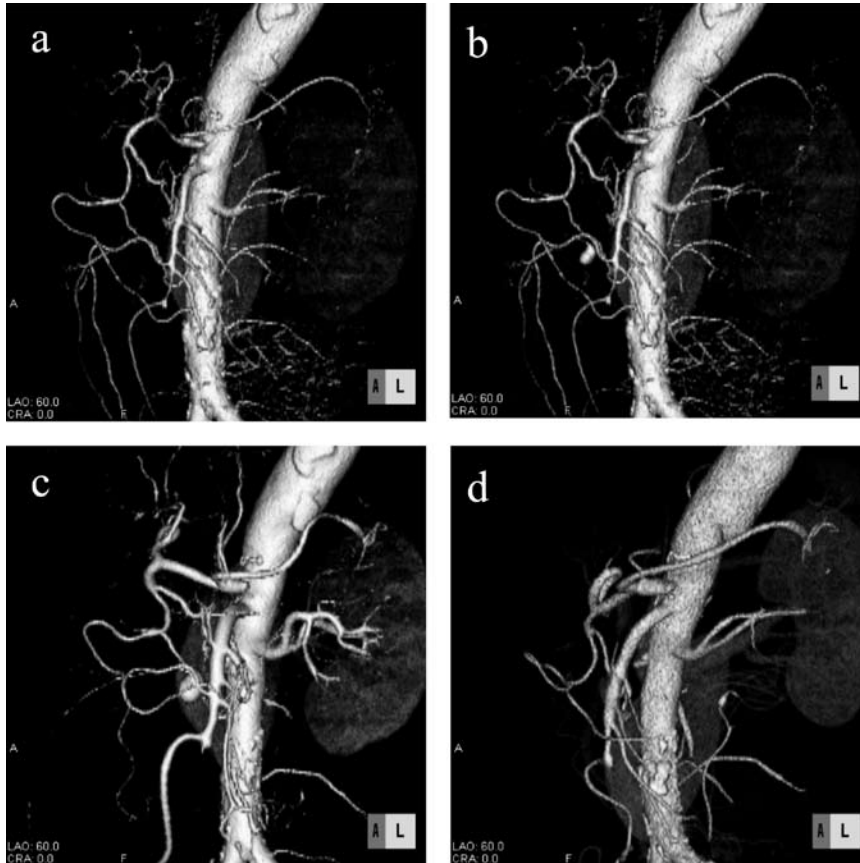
a: Abdominal CT scan taken at admission (3D reconstruction).
